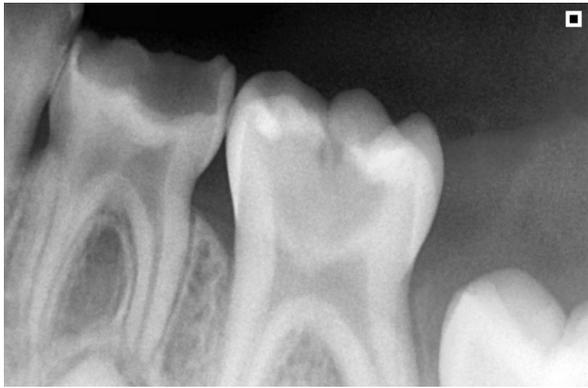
Radiografía inicial 84
